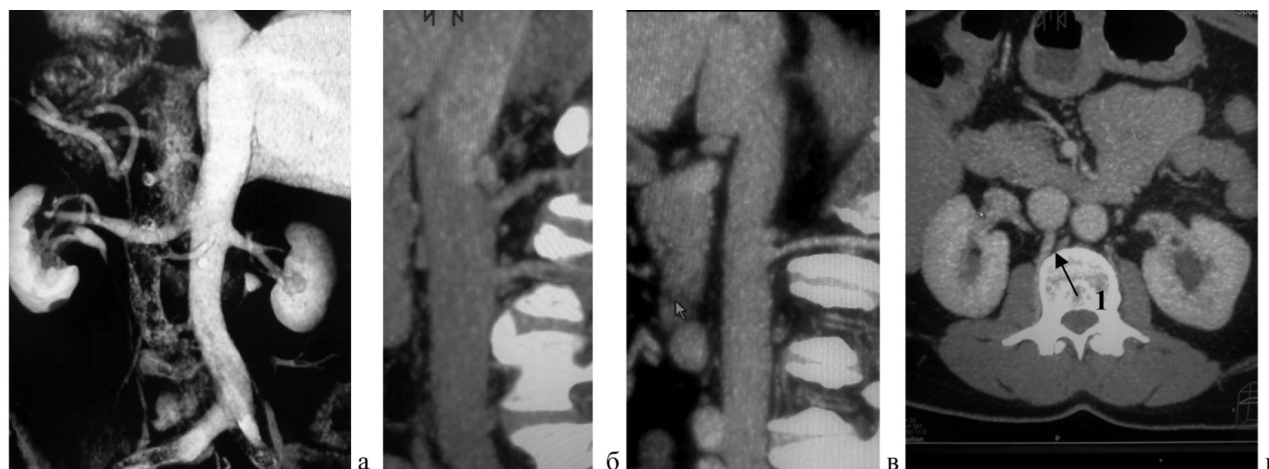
МСКТ верхних поясничных вен, попадающих в "зону риска".
